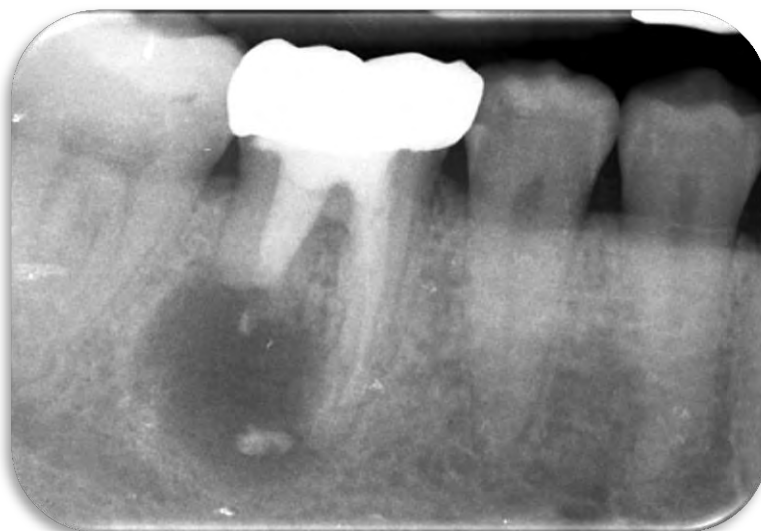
Radiografía control a los 3 meses
